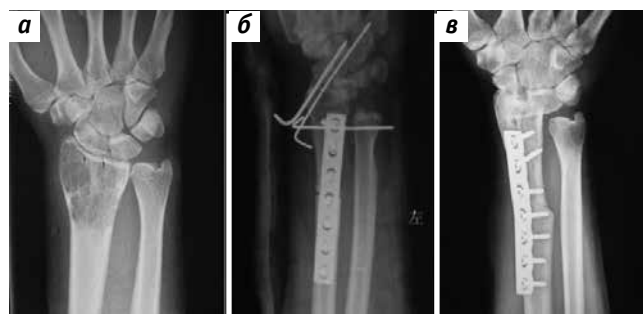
Рентгенография лучезапястного сустава: а – перед операцией; б – на 3-и сутки после операции; в – через 3 года после операции [22]
